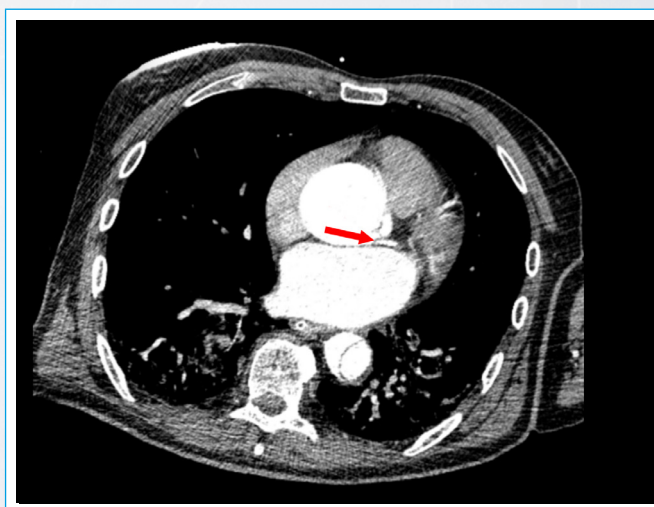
Estudio con TC Se aprecia un *flap* en aorta ascendente que compromete el origen del tronco común izquierdo
